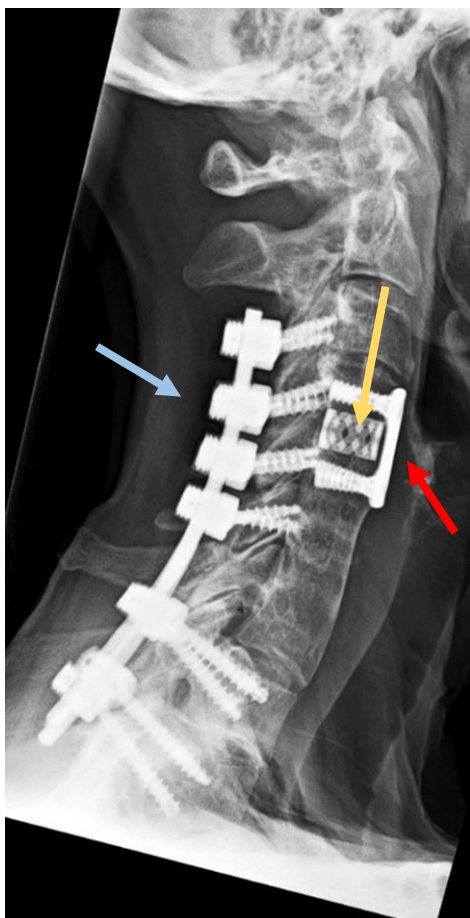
zervikales Röntgenbild nach erfolgter ACCF mit Cage (gelber Pfeil), ventraler Platte (roter Pfeil) und zusätzlicher dorsaler Stabilisierung mittels Stab-Schrauben-System (hellblauer Pfeil)
